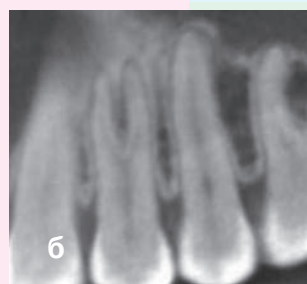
Томографическое исследование области зуба 2.4. На поперечной проекции (14 в) стрелками отмечены
